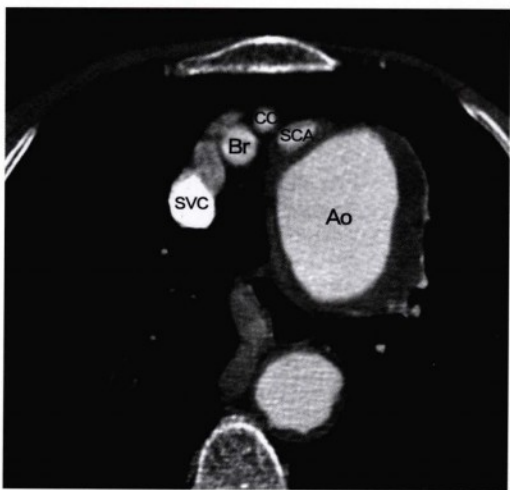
该声嘶及左侧声带麻痹患者的上纵隔增强CT扫描，发现一升主动脉动脉瘤（Ao）。穿过纵隔区域的左侧喉返神经可能受到动脉瘤压迫（无法明确辨认）。图中可见上腔静脉（SVC）、头臂干动脉（Br）、左侧颈总动脉（CC）以及左侧锁骨下动脉（SCA）。
